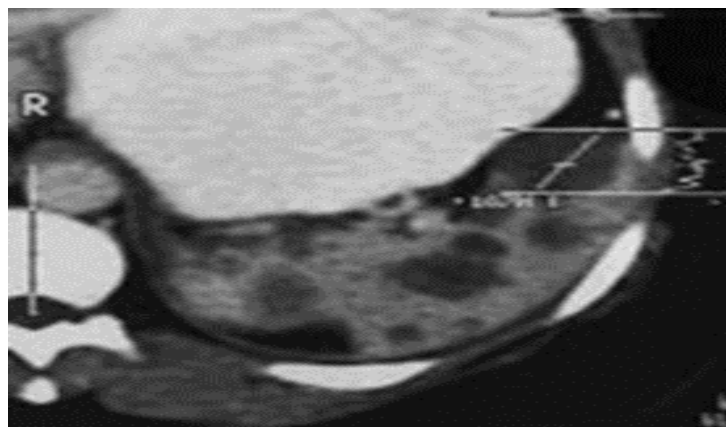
une TDM objectivant des lésions macro-nodulaires « truffant » le parenchyme splénique correspondant à des tuberculomes [10].
